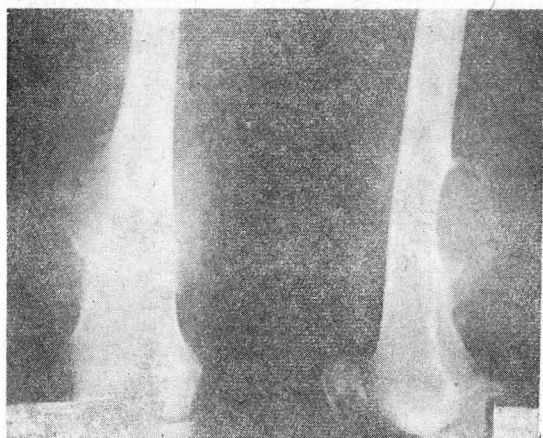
Radiographic finding of femur reveals well circumscribed cortical destruction by expanding extraosseous mass. However there are no endosteal proliferation and destruction of medullary cavity.
